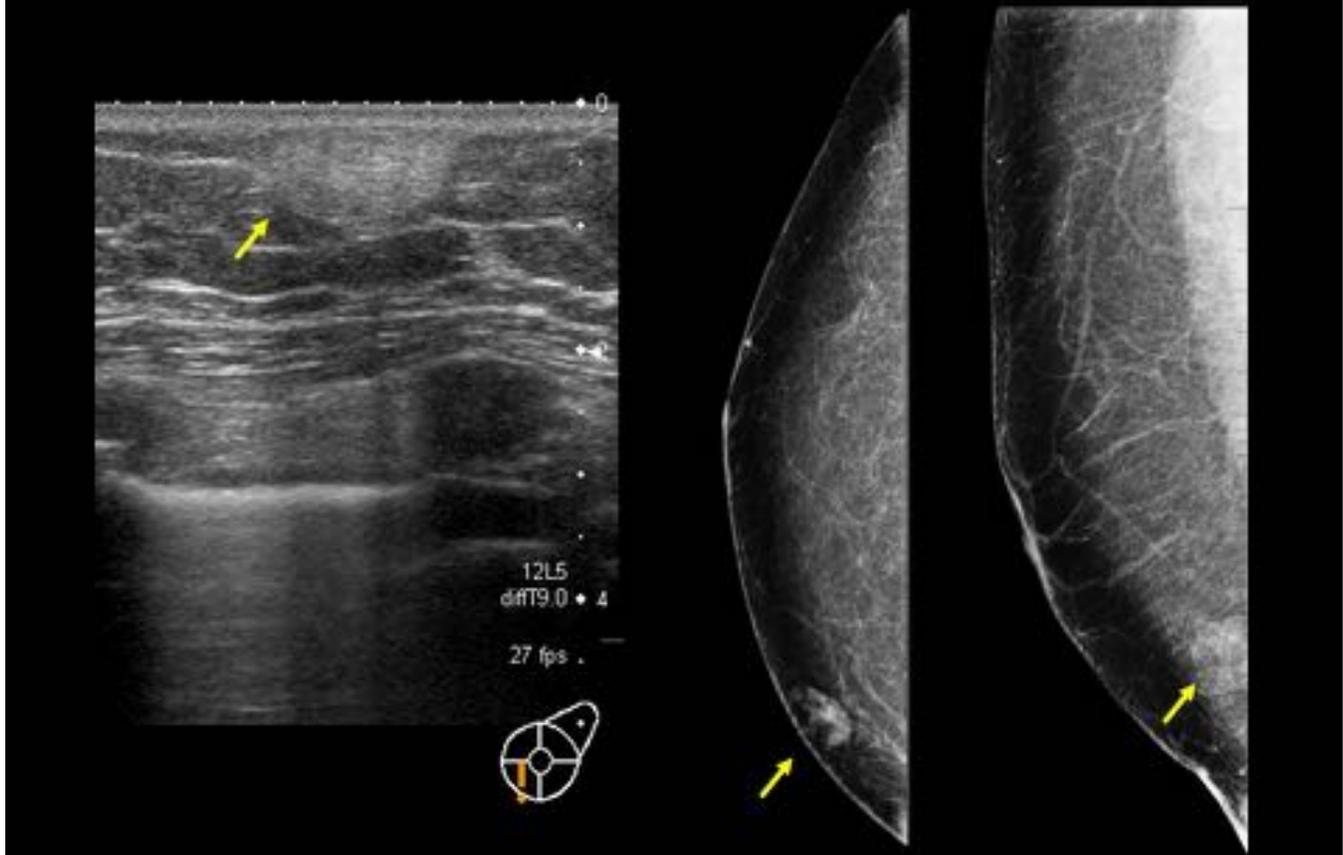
Mujer de 72 años que consulta por bultoma en mama izquierda. En la ecografía se observa una lesión hiperecoica bien delimitada y dependiente de la dermis. En la mamografía se corresponde con una lesión isodensa subcutánea. Los hallazgos en conjunto son sugestivos de quiste sebáceo.
